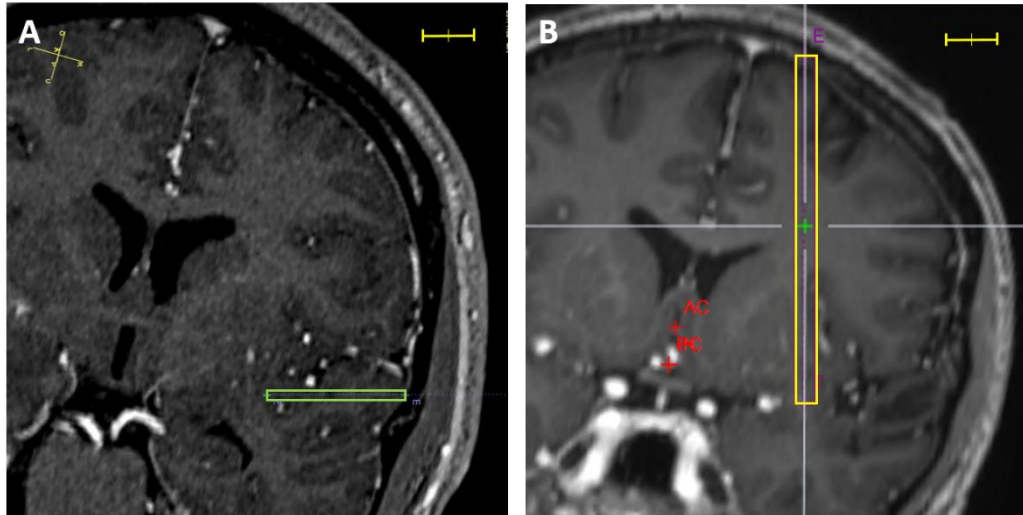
Beispiel für eine an die unterschiedliche Genauigkeit angepasste Trajektorienplanung anhand eines Zielpunkts in der Insula (Skalierungsleiste: 10 mm). A: Bei einer mittleren Abweichung von  $<2,5$  mm in der CT-Leksell-Referenzierung würde der notwendige Sicherheitsabstand (grünes Rechteck) eine Trajektorie durch die Sylvische Fissur mit ihren Gefäßen der Arteria cerebri media erlauben. B: In der 3T-MRT-Laser-Referenzierung sollte bei einer mittleren Abweichung von  $<3,5$  mm ein ausreichender Sicherheitsabstand gewählt werden (hier 4 mm, gelbes Rechteck), der einen anderen Zugangsweg verlangt, wie hier beispielsweise transkortikal.
